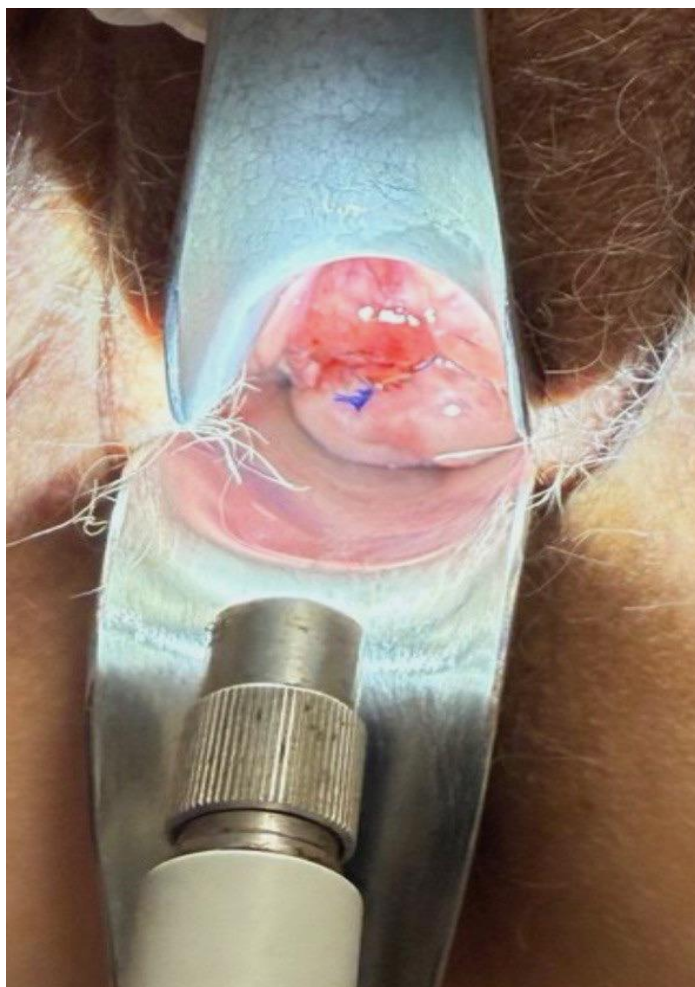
Протрузия шовного материала
